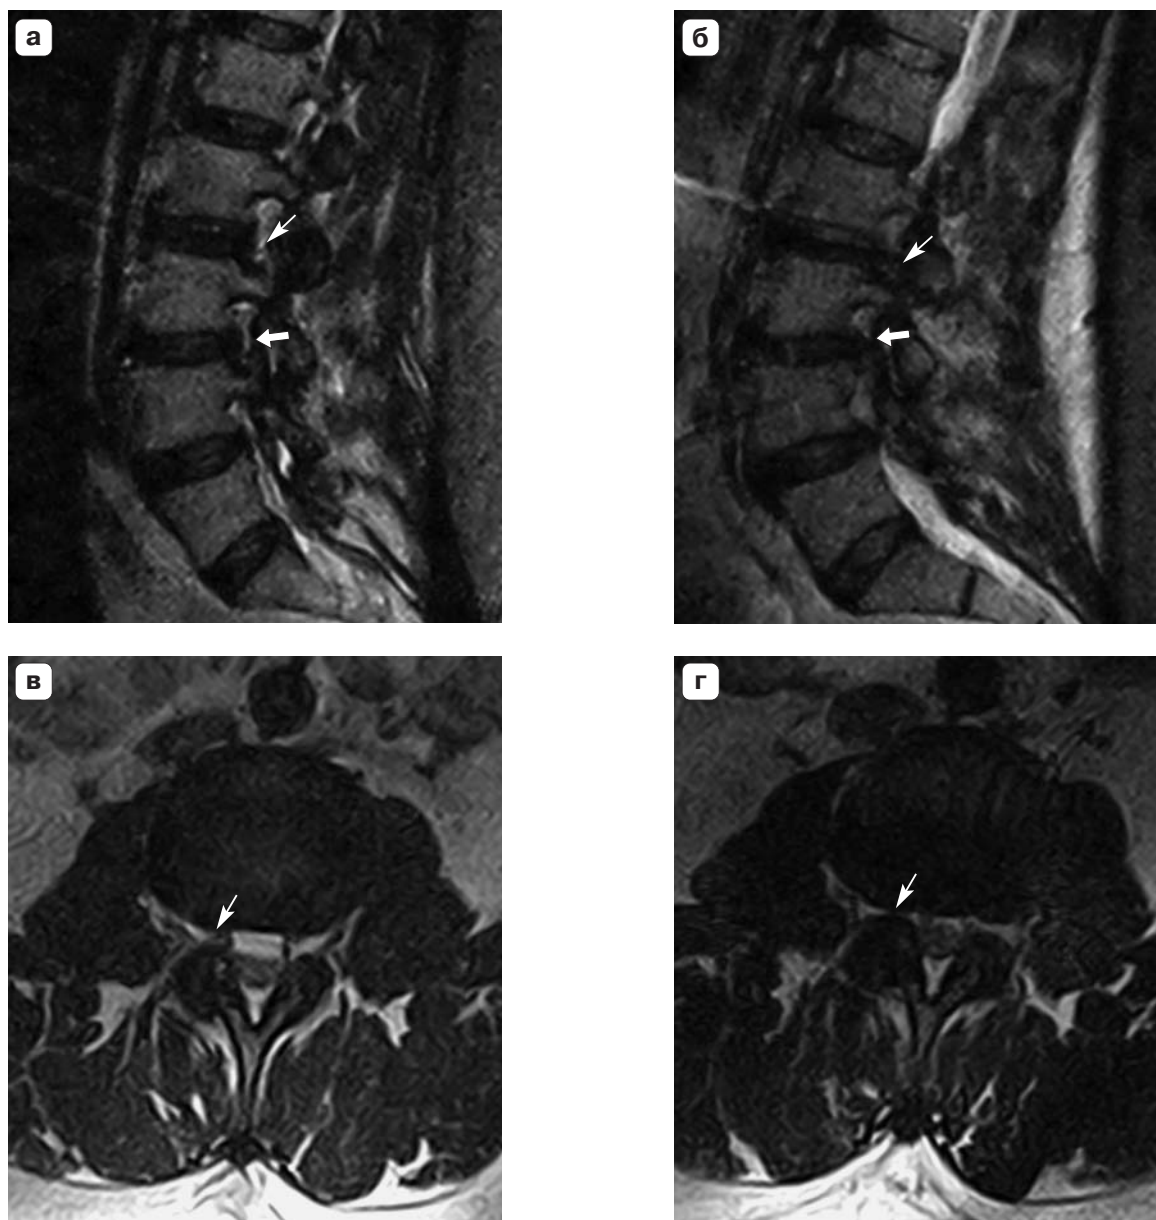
МР-томограммы поясничного отдела позвоночника: Т2ВИ в сагиттальной плоскости в положении лежа (а) и при вертикализации (б), Т2ВИ в аксиальной плоскости в положении лежа (в) и при вертикализации (г). При исследовании в вертикальном положении отмечается увеличение протрузии межпозвонкового диска в позвоночно-двигательном сегменте L_{III}–L_{IV} с деформацией и сужением межпозвонкового отверстия (а, б) (стрелки) и формирование новой протрузии в сегменте L_I–L_{III} (в, г) (тонкие стрелки).
